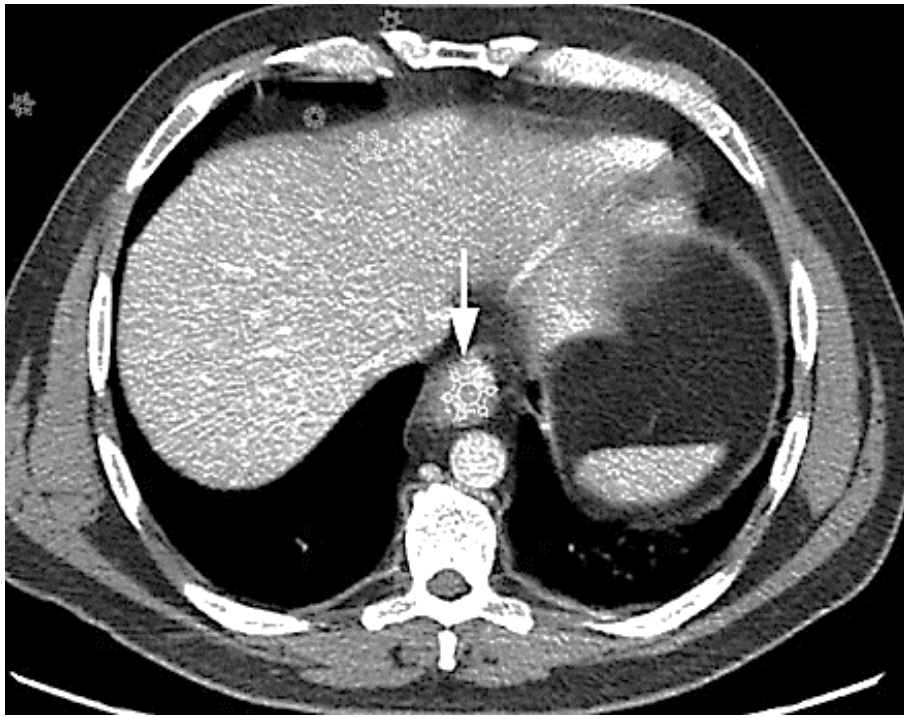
КТ верхнего отдела брюшной полости с контрастированием. Стрелкой отмечено утолщение стенки пищевода ранее верифицированное как злокачественное образование
